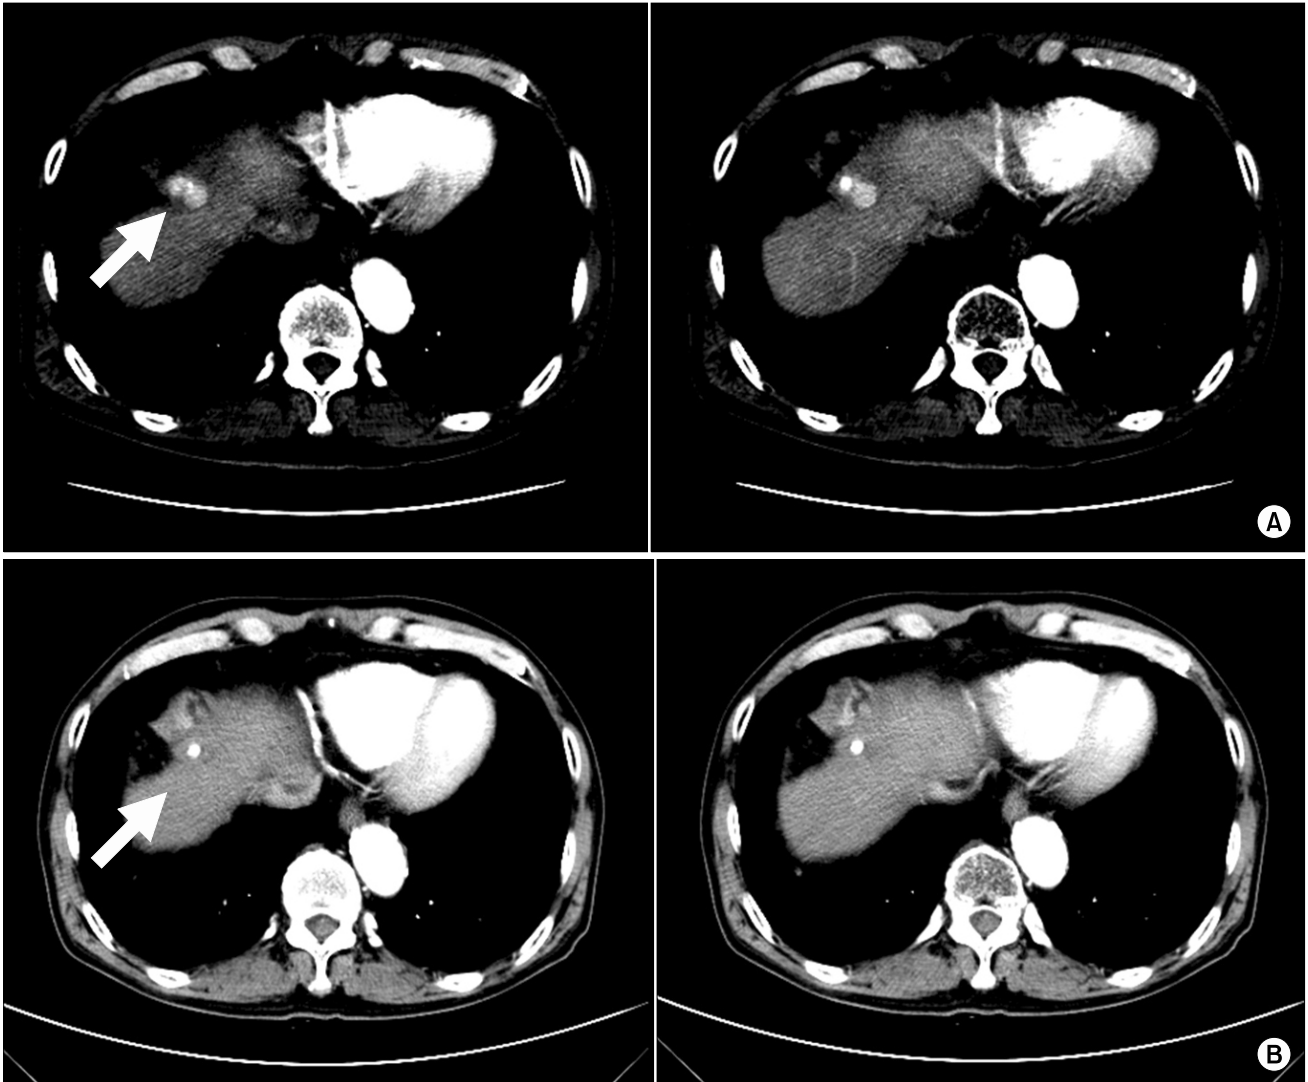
Transverse arterial phase CT images. (A) CT images show a enhancing mass of about 2 cm size at posterior medial aspect of lipiodol in the dome area of segment 4 of liver after 6 sessions of transarterial embolization. (B) CT images show complete response of the tumor 3 months after hypofractionated radiotherapy of 50 Gy (5 Gy daily).
